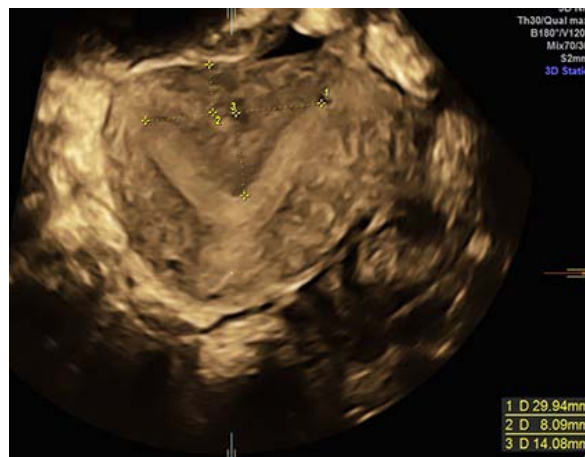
Aspect échographique d'un utérus cloisonné partiel : classe U2a. La hauteur de la cloison ici est de 14 mm.
